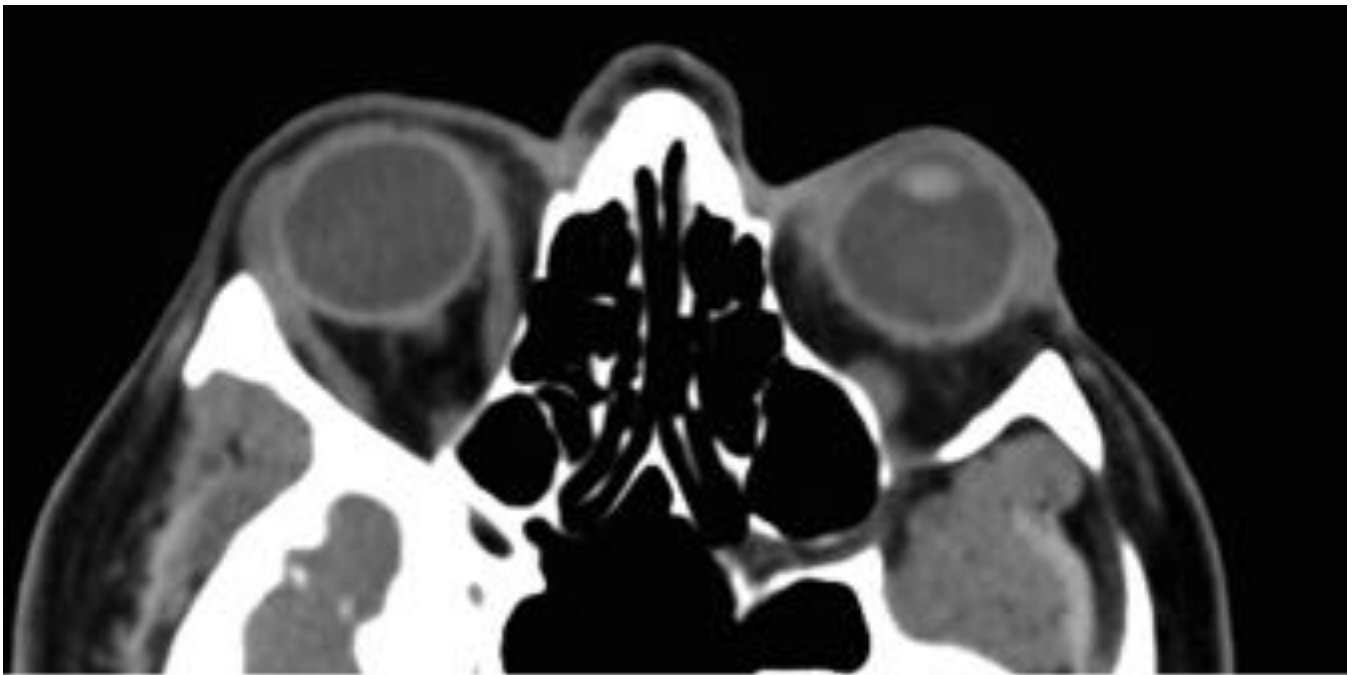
EXOFTALMOS BILATERAL. Paciente con glaucoma agudo con biometría dispar y a la exploración clínica, impresión de masa retroorbitaria derecha. Imagen de TC de órbitas, cortes axiales, sin contraste. Se aprecia exoftalmos bilateral con globos oculares de morfología normal. Las estructuras musculares retroorbitarias, así como los nervios ópticos se objetivan simétricos y de grosor normal.
